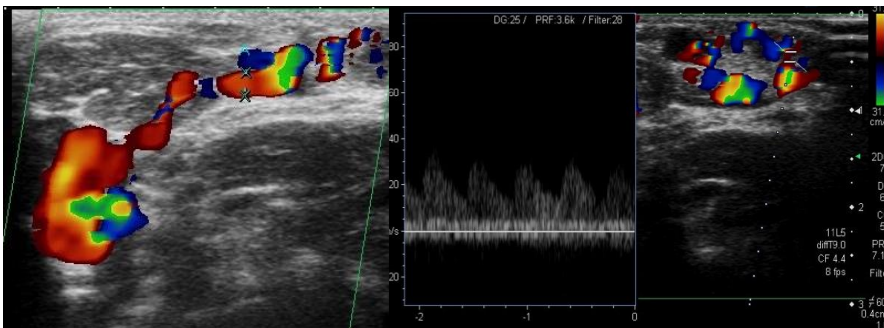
Malformación arteriovenosa. Izquierda: Ecografía Doppler color muestra marcada vascularización a modo de nidus (conglomerado vascular) y pedículo aferente. Derecha: Ecografía Doppler pulsado confirma el componente arterial, con espectro de flujo de baja resistencia y relativa alta velocidad.
